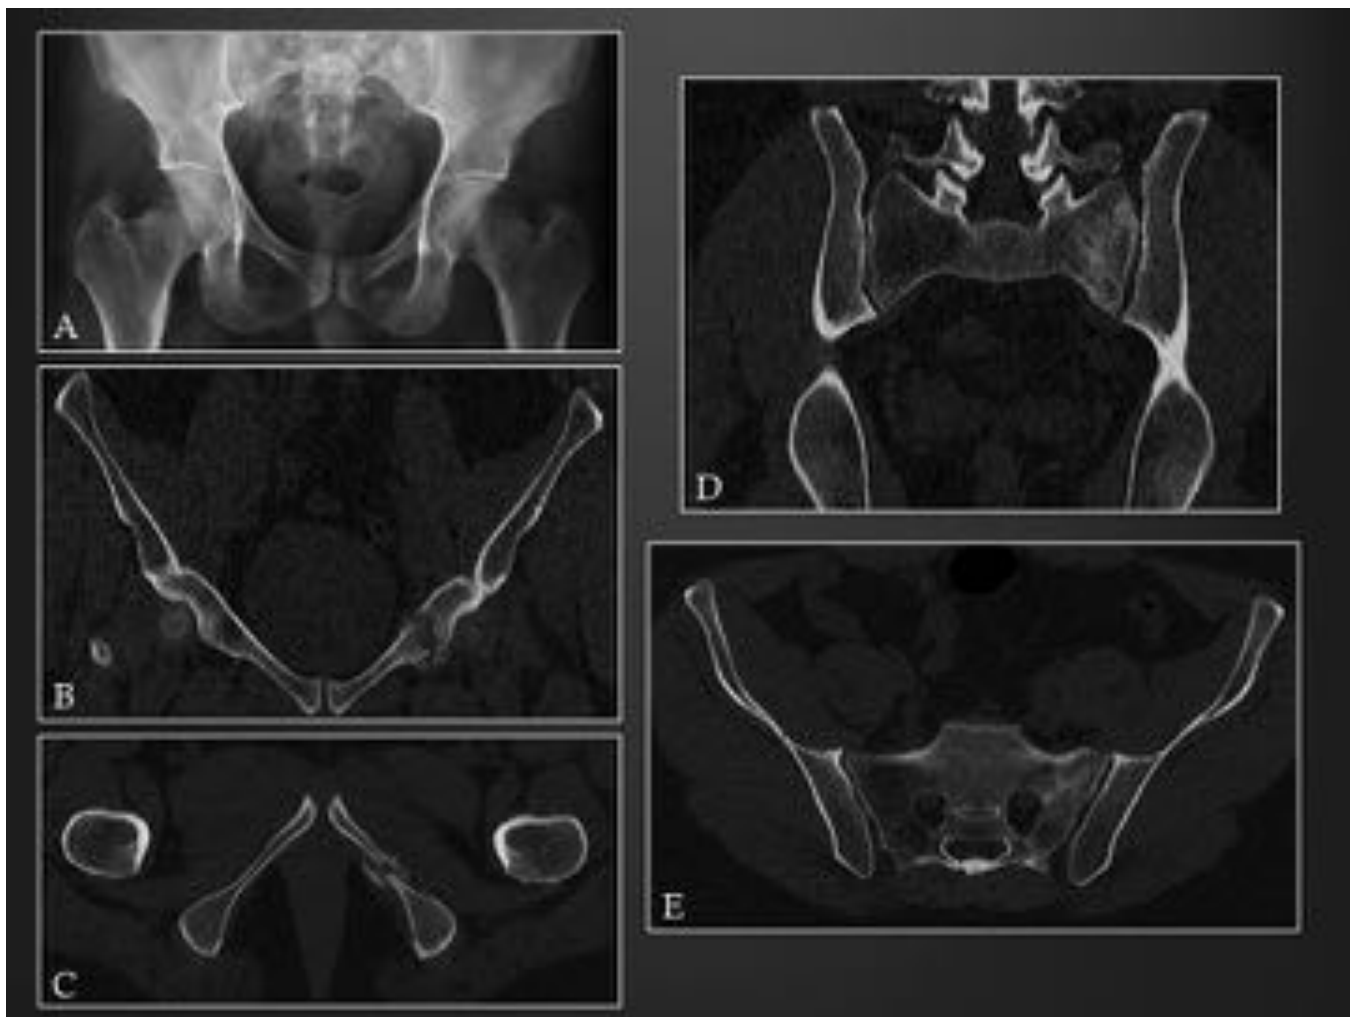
Fracturas múltiples en pelvis. A) La rx demuestra fracturas en rama isquio e iliopubiana izquierdas, con incipiente formación de callo de fractura. En el TC se confirman dichos hallazgos (B y C), mostrando además una fractura longitudinal del ala sacra izquierda (D y E), no visible en RX
